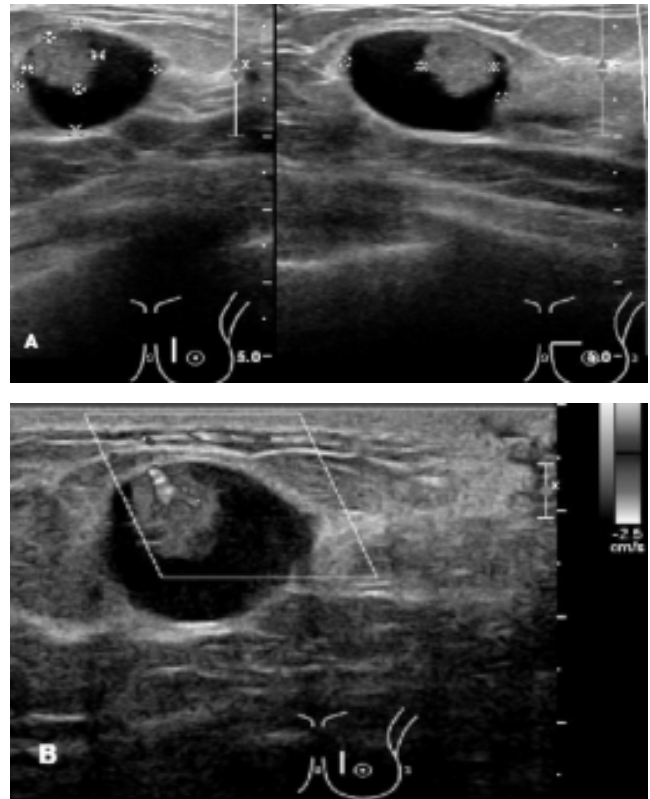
Ecografía. A. Nódulo sólido, heterogéneo por la presencia de una imagen vegetante dependiente de sus paredes al parecer en su pared posterior de bordes irregulares y parcialmente definidos, que presenta discreta extensión ductal en la región retroareolar de la mama izquierda. B. A la modalidad Doppler muestra un tallo vascular con flujo arterial.
